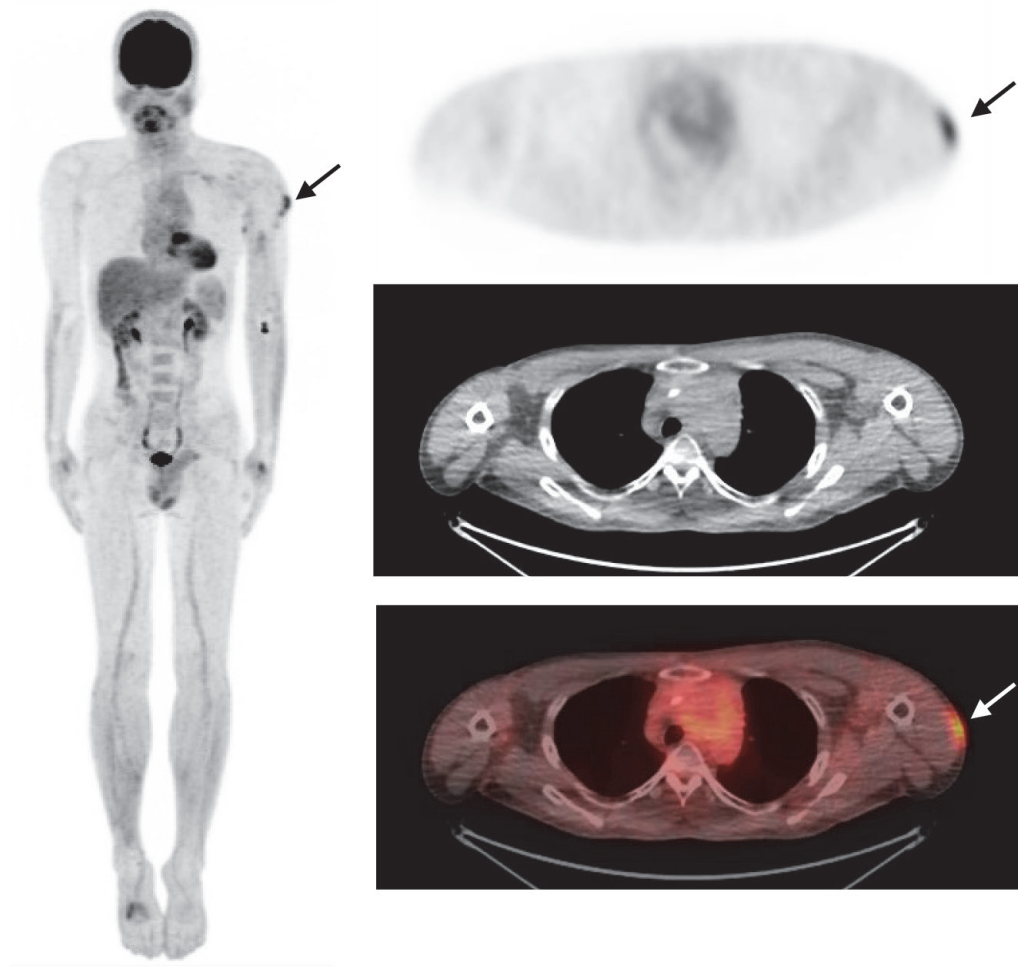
一位 35 歲男性淋巴癌病人，因懷疑復發執行 PET/CT 檢查，左手肘靜脈注射 FDG。3 個月前在左上臂有接種新冠疫苗，初期像 PET，其左上臂表面有 FDG 攝取 (箭頭)，經追蹤一年，病人此部位沒有任何異狀，病情也沒有轉移到此部位，認為為施打新冠疫苗後的持續性發炎反應，判讀為偽陽性。
